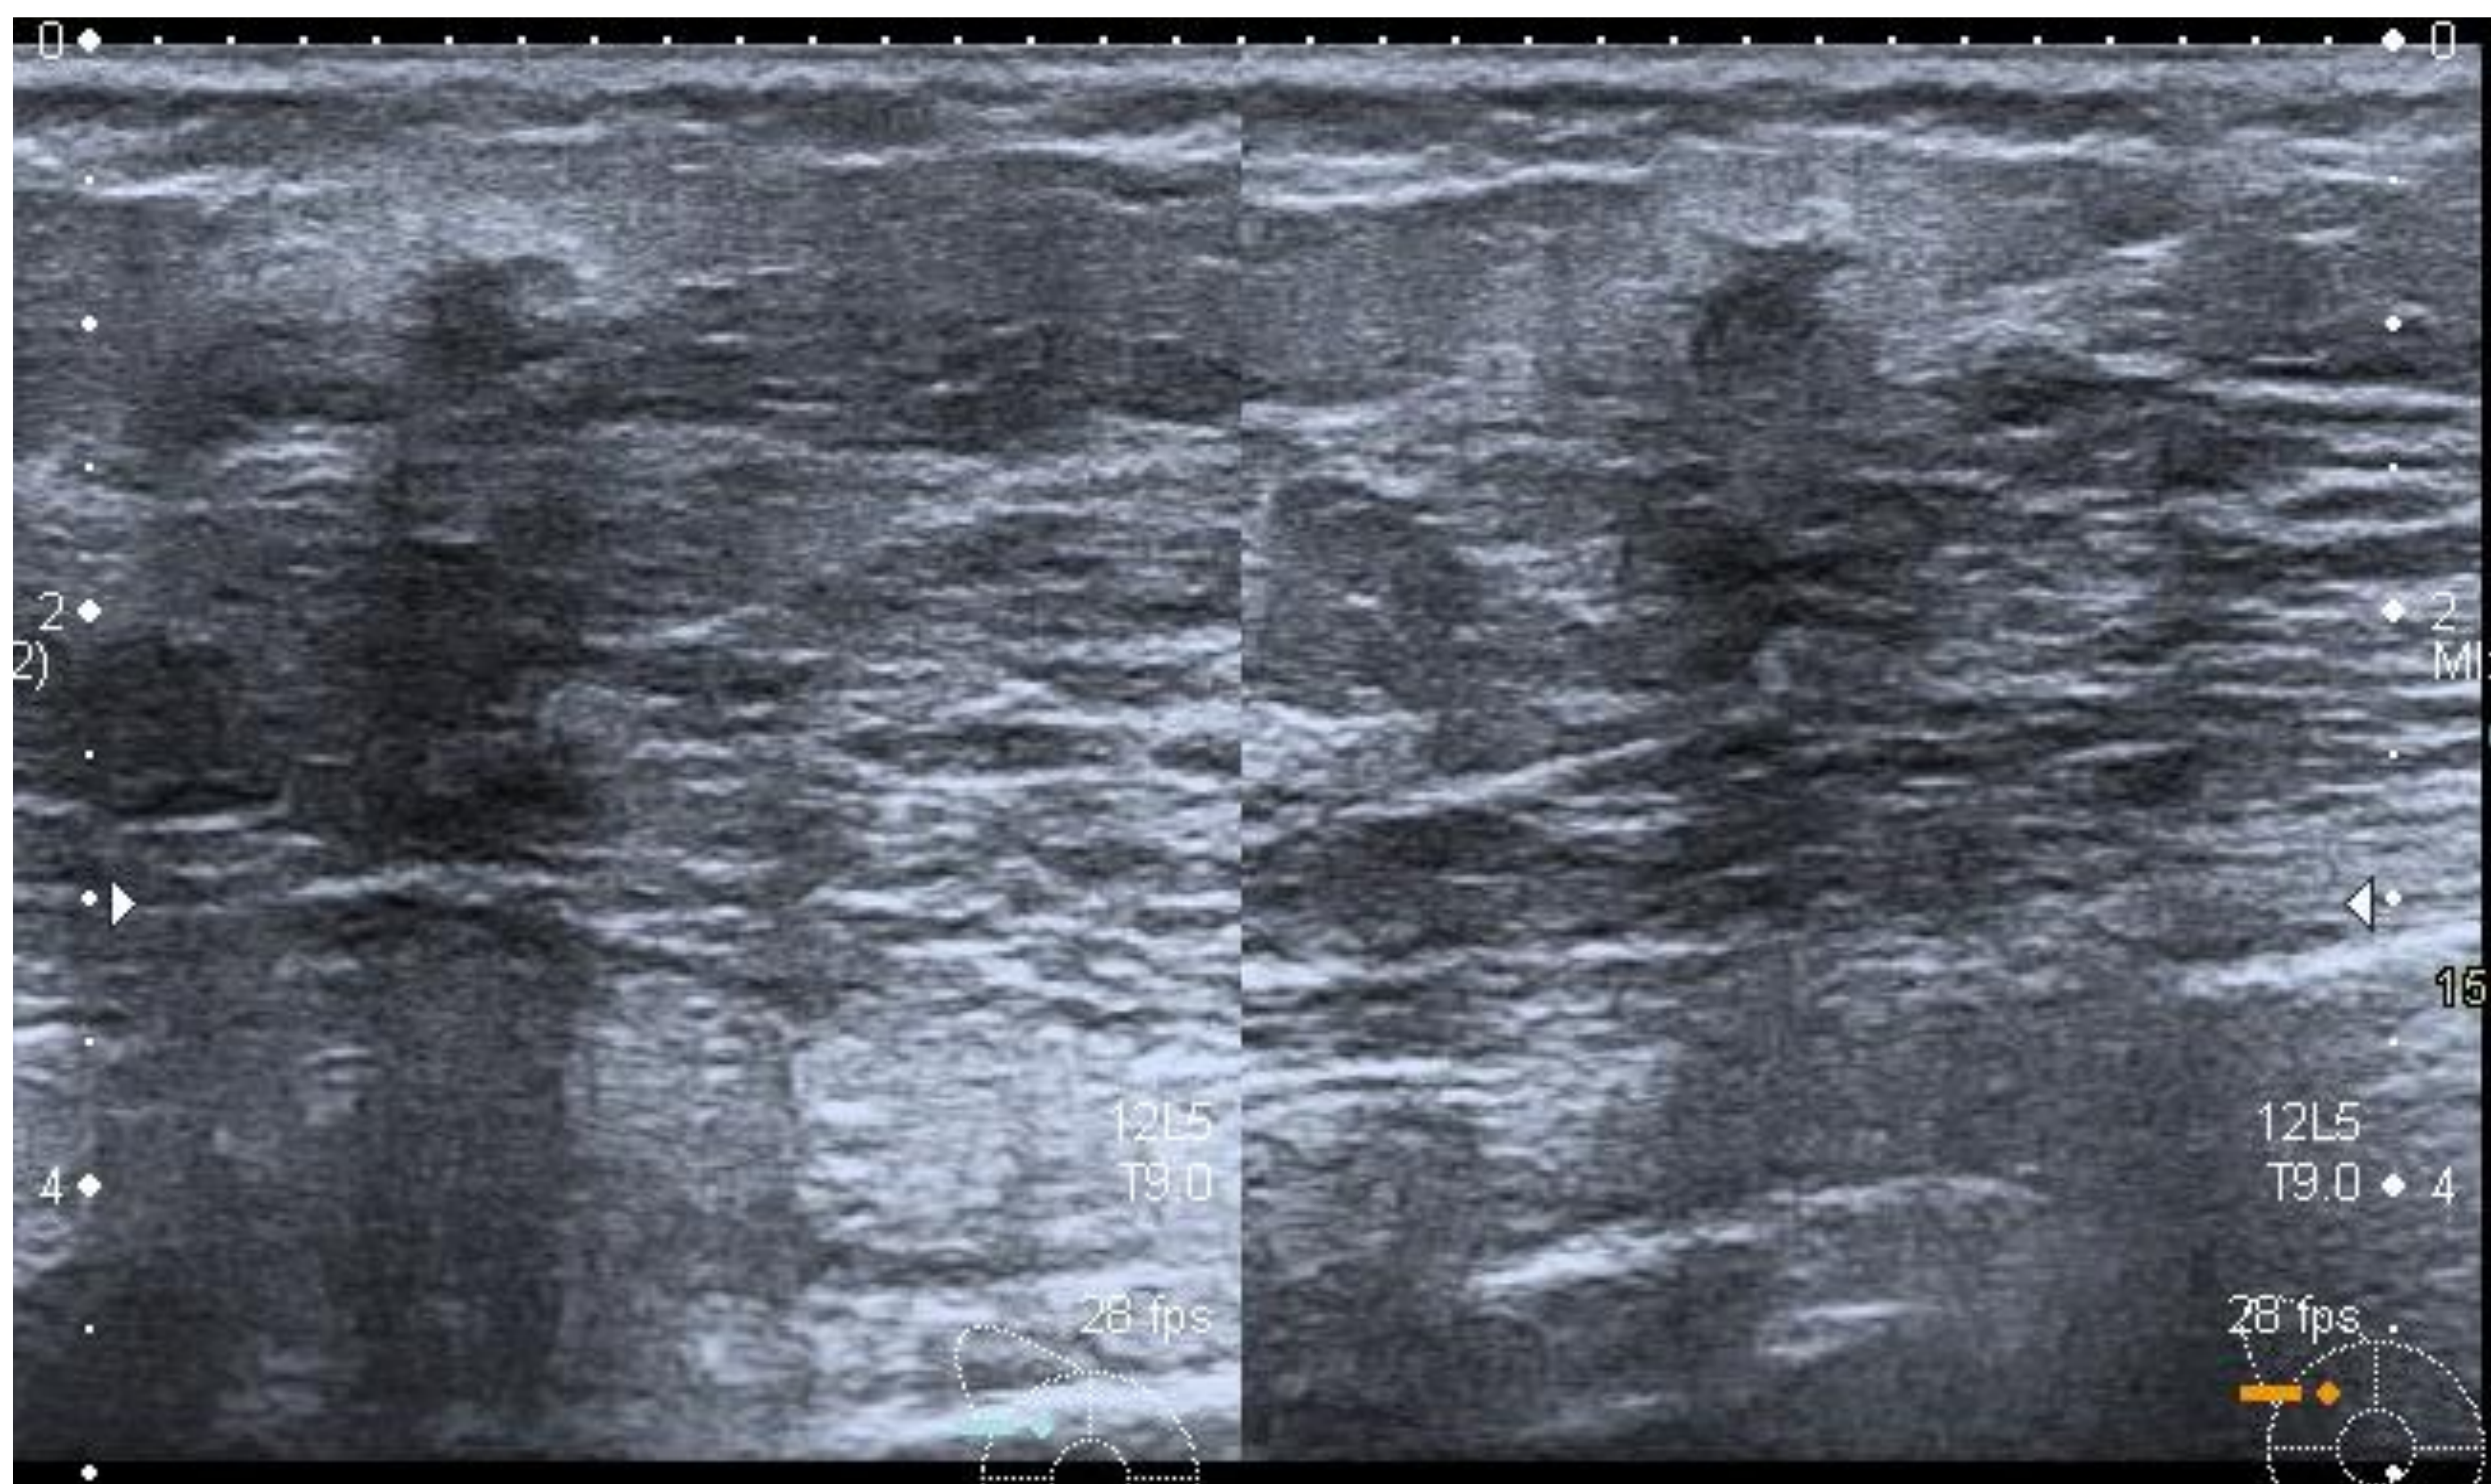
Ecografía. Se observan los nódulos irregulares, hipoecoicos visualizados en la mamografía previa.
